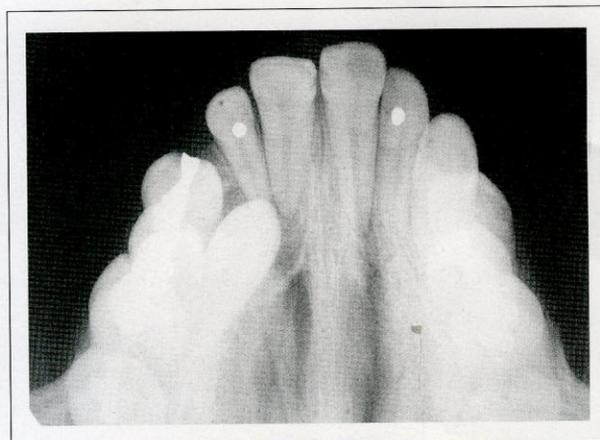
Radiografía oclusal que revela la existencia de un 13 retenido con una lesión radiolúcida de naturaleza quística.
